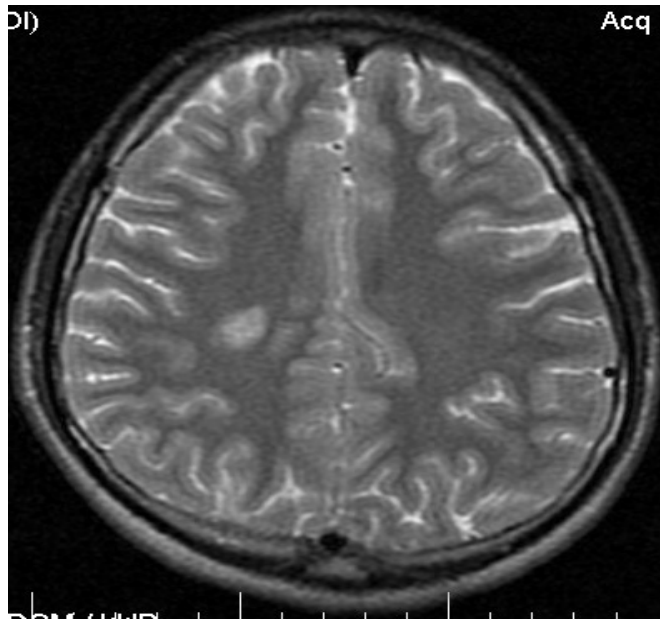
Аксиальна МР-томограма у послідовності T2 FSE пацієнтки П., 37 р. Мігрень без аурі з рідкими пароксизмами. Гіперінтенсивне вогнище в білій речовині правої лобної ділянки.
